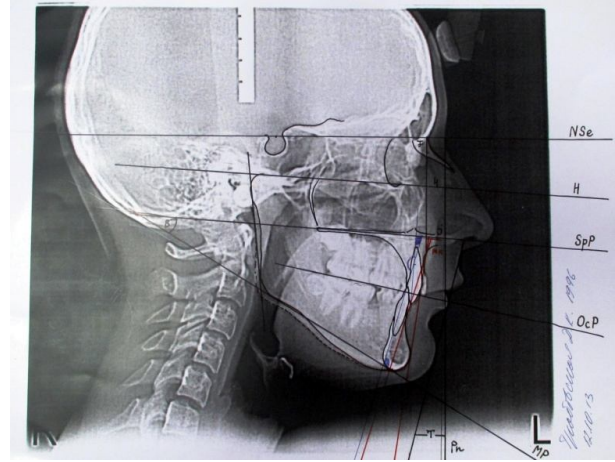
Фото телерентгенограми пацієнта Гр-ка, 17 р., мед. картка №854.
